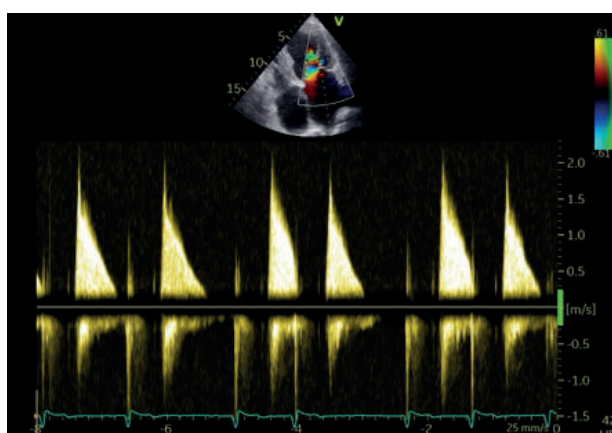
Incidență apical 4 camere – Doppler continuu la nivelul fluxului transmitral cu trasarea PHT (linie roșie) (AVM = 1,5 cm²)
